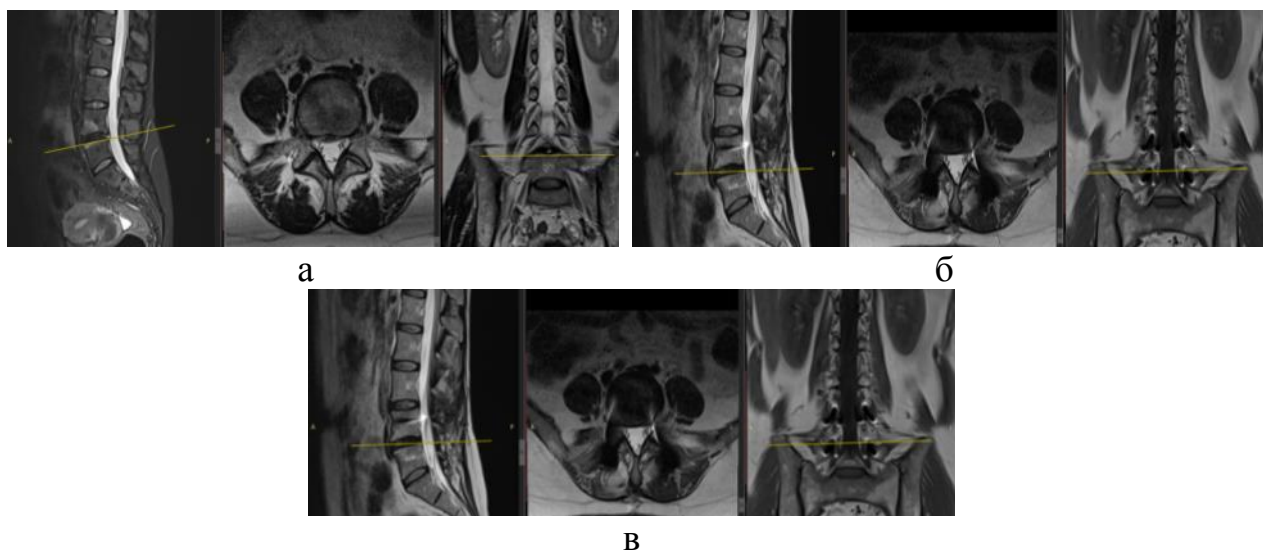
Фотовідбитки МРТ хворого Я., 24 роки, історія хвороби № 87310, а) до операції, рівень L_{IV} – L_V ; б) через 6 міс. після операції, рівень L_{IV} – L_V ; в) МРТ через 12 міс. після операції, рівень L_{IV} – L_V . Динаміка змін стабілізованого міжхребцевого диска L_{IV} – L_V транспедикулярною конструкцією
